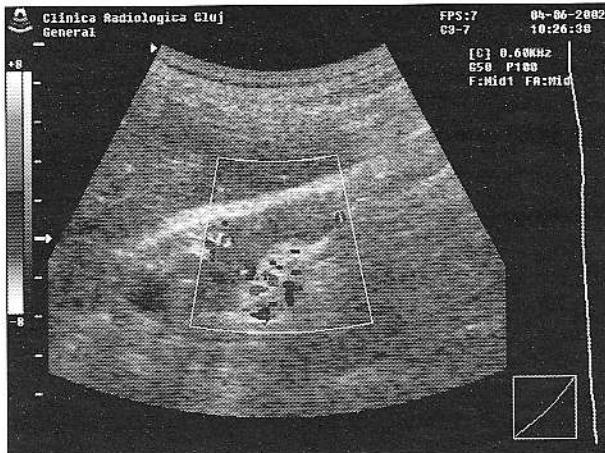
Secțiune transversală la nivelul hilului rinichiului drept, examinare Doppler color: masa parenchimatoasă prezintă puncte de culoare în periferie.
